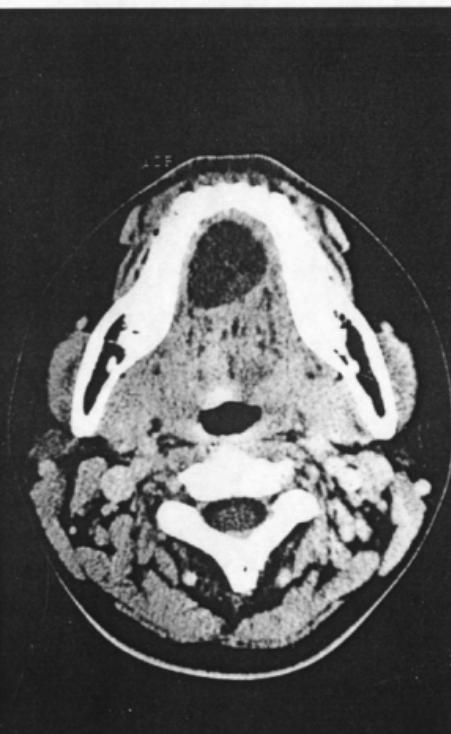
CT scan demonstrates ovoid cystic mass that measures  $3.5 \times 4.5$  cm, which located above mylohyoid muscle.
